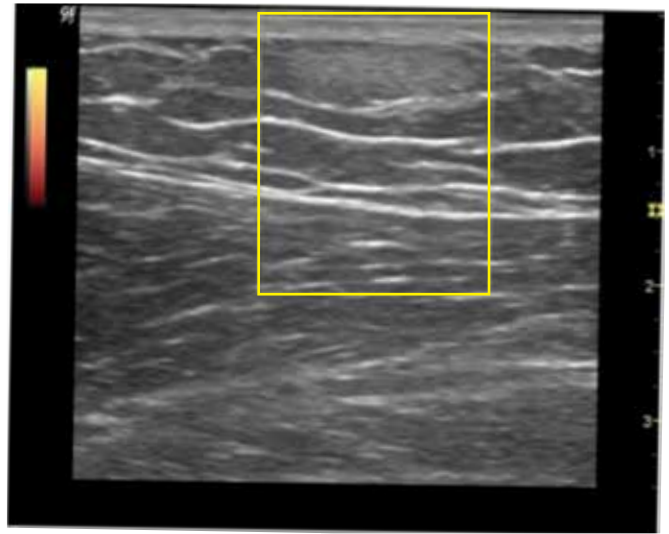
Lipoma típico: masa ovalada, textura homogénea, hiperecoica de contornos definidos, avascular en la exploración Doppler.
